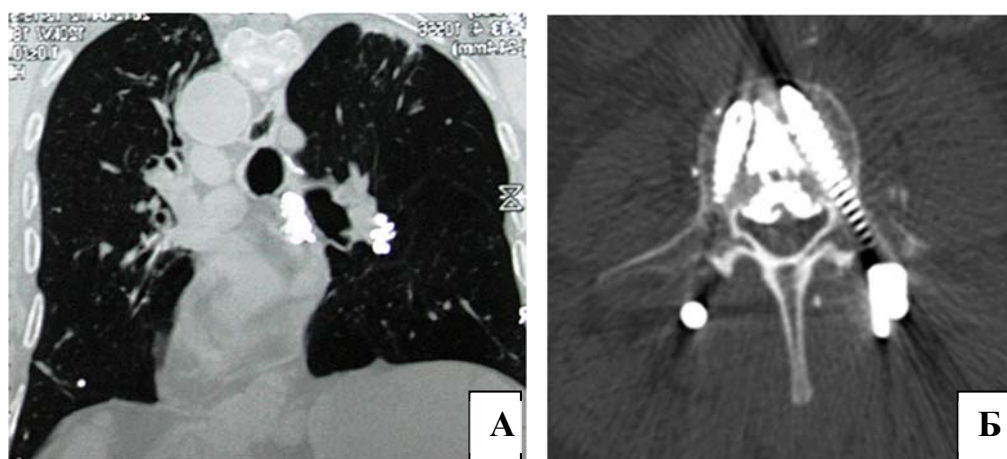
Осложнения применения аугментации на основе ПММА: результаты послеоперационной КТ грудной клетки, признаки цементной легочной эмболии (А), признаки экстенсивного дренирования цемента после транспедикулярной фиксации с аугментацией тел позвонков ПММА (Б)
